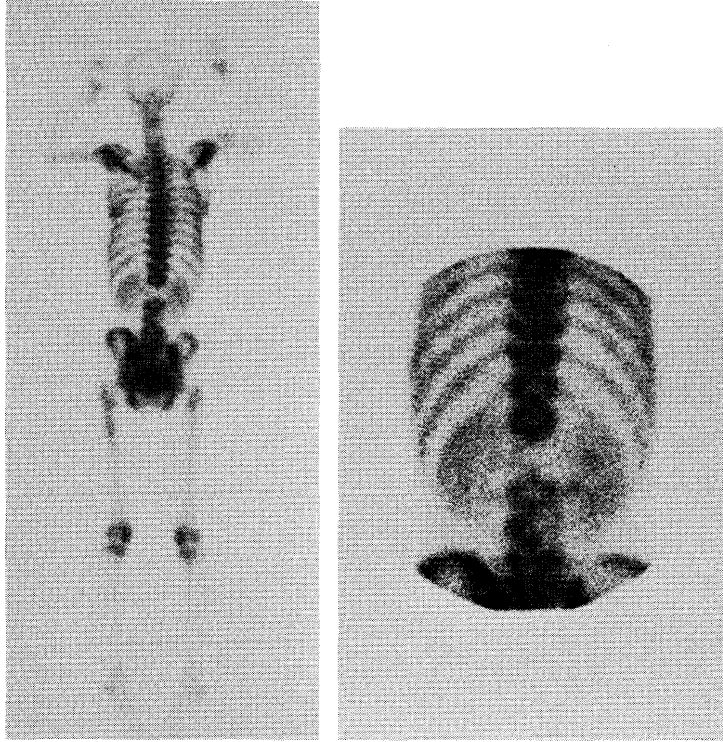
Tc-99m MDP bone scintigraphy reveals total defect of the second lumbar vertebra and small partial defects in the third and fourth lumbar vertebrae.
